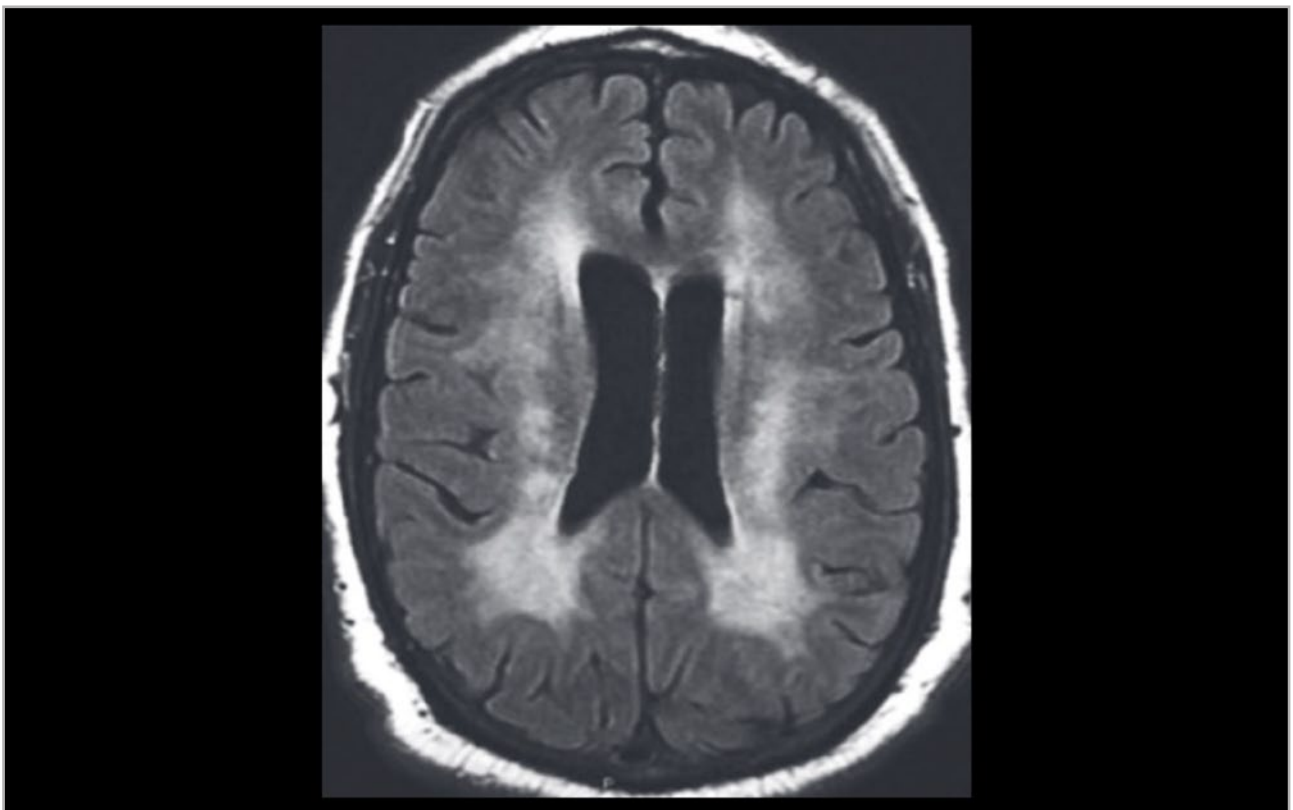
Resonancia magnética de un paciente afecto de encefalopatía por virus de la inmunodeficiencia humana con las lesiones confluentes típicas de la sustancia blanca. Adaptada de: Sarbu N, et al. Radiographics. 2016⁽²⁶⁾.
